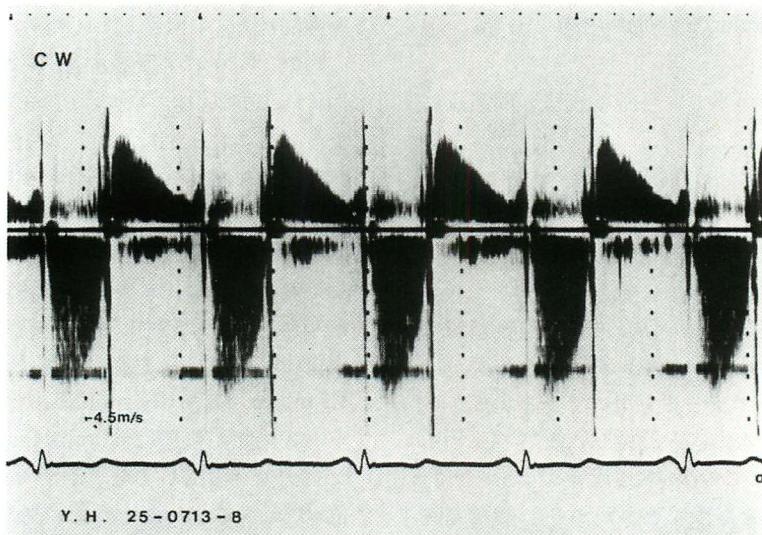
Continuous wave (CW) Doppler recording of paravalvular leakage of Björk-Shiley valve in the mitral position in the same patient as in Fig. 1.
